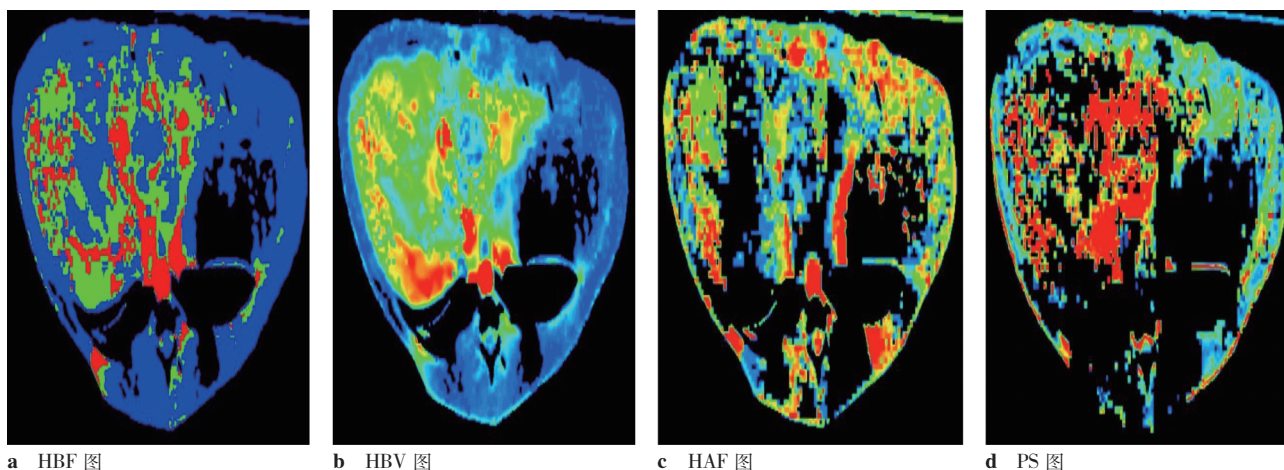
兔 VX2 肝癌治疗(TACE + 内皮抑素)后 CT 灌注图
